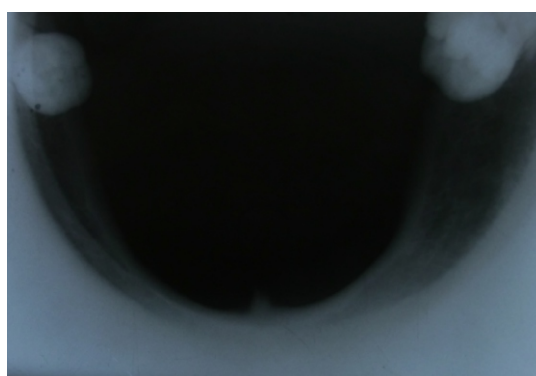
Radiografía oclusal Inferior blanda
